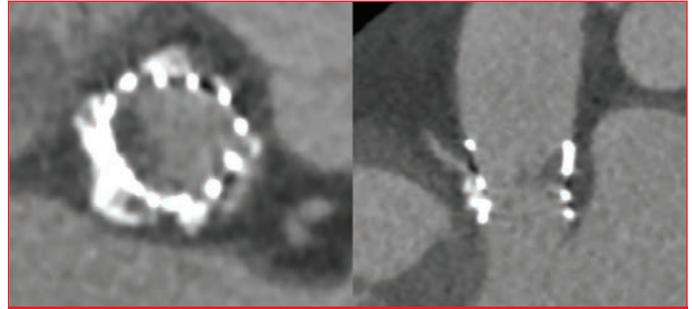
İşlem öncesi BT anjiyografi değerlendirmesinde kalsifikasyon yükü ve dağılımı.
